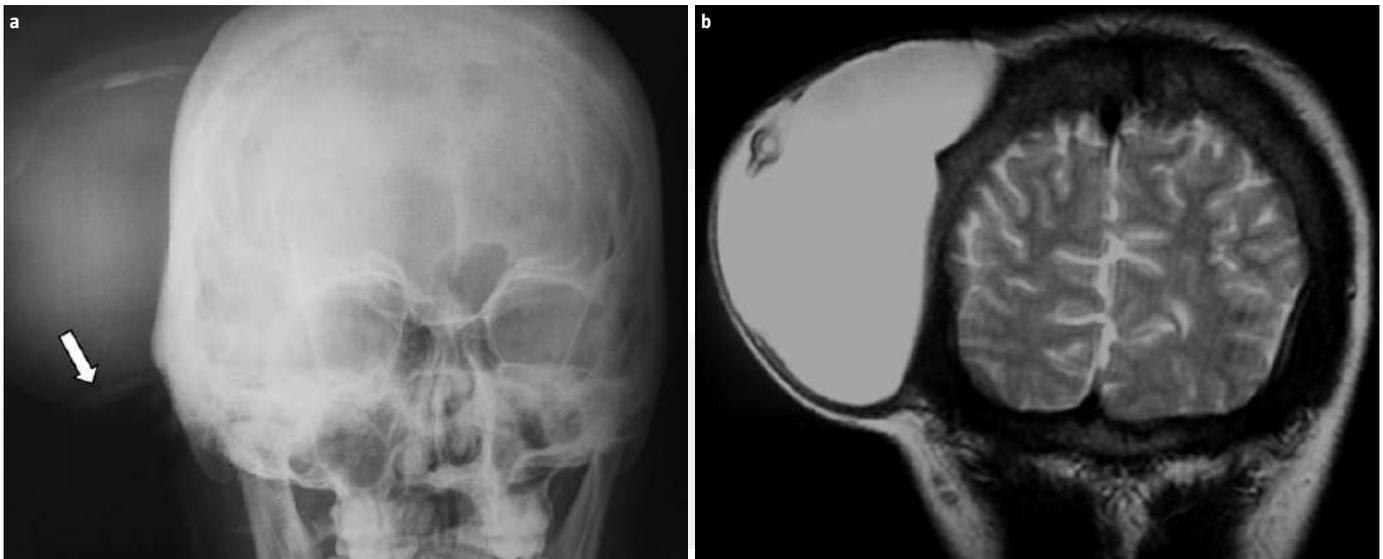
Estudio neurorradiológico prequirúrgico: a) Radiografía simple craneal en proyección anteroposterior en la que se observa, sobre un hueso parietal intacto, una gran masa de densidad agua, en cuyo interior se identifica el catéter ventricular migrado fuera del sistema ventricular, conectado al dispositivo valvular. En la parte inferior puede visualizarse el catéter peritoneal, desconectado del resto de los componentes, que ha migrado en sentido distal (flecha blanca). b) Imagen coronal de resonancia magnética ponderada en secuencia T₂ en la que se identifica el dispositivo valvular en el seno de la lesión, que presenta una señal hiperintensa y homogénea.
